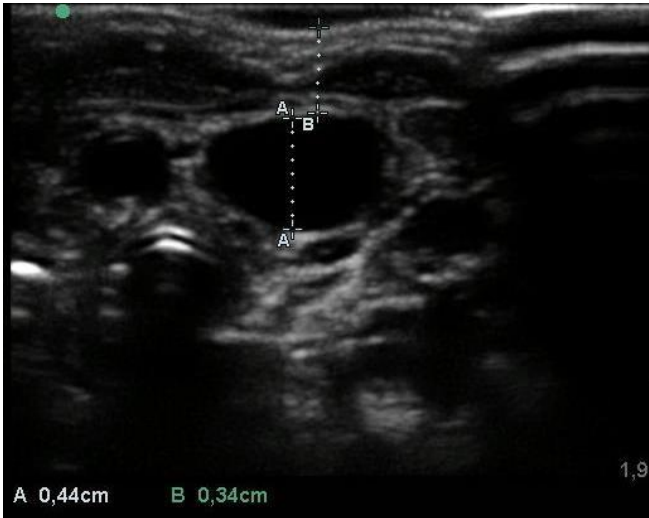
Se muestra la distancia del diámetro anteroposterior de la vena yugular interna derecha medido con ultrasonido en eje corto (A-A) y la distancia entre la piel y la pared anterior de la vena yugular interna derecha (B-B)
